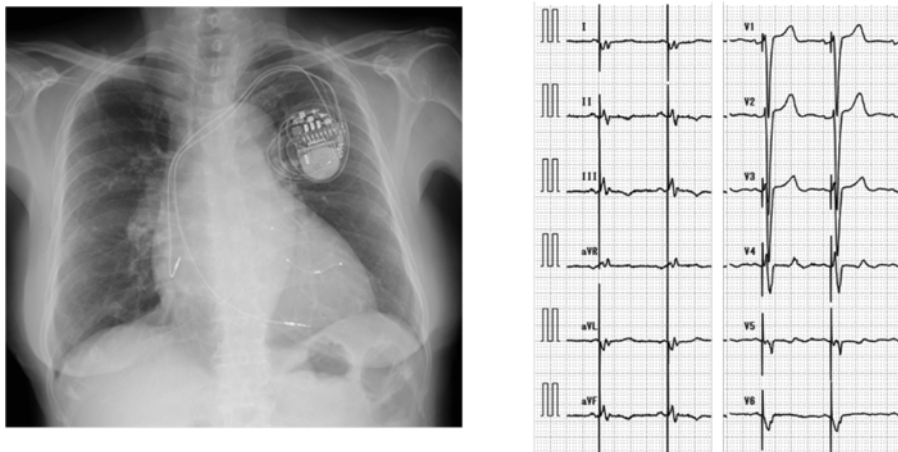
両室ペーシング機能付きペースメーカ植込み後の胸部X線, 12誘導心電図
